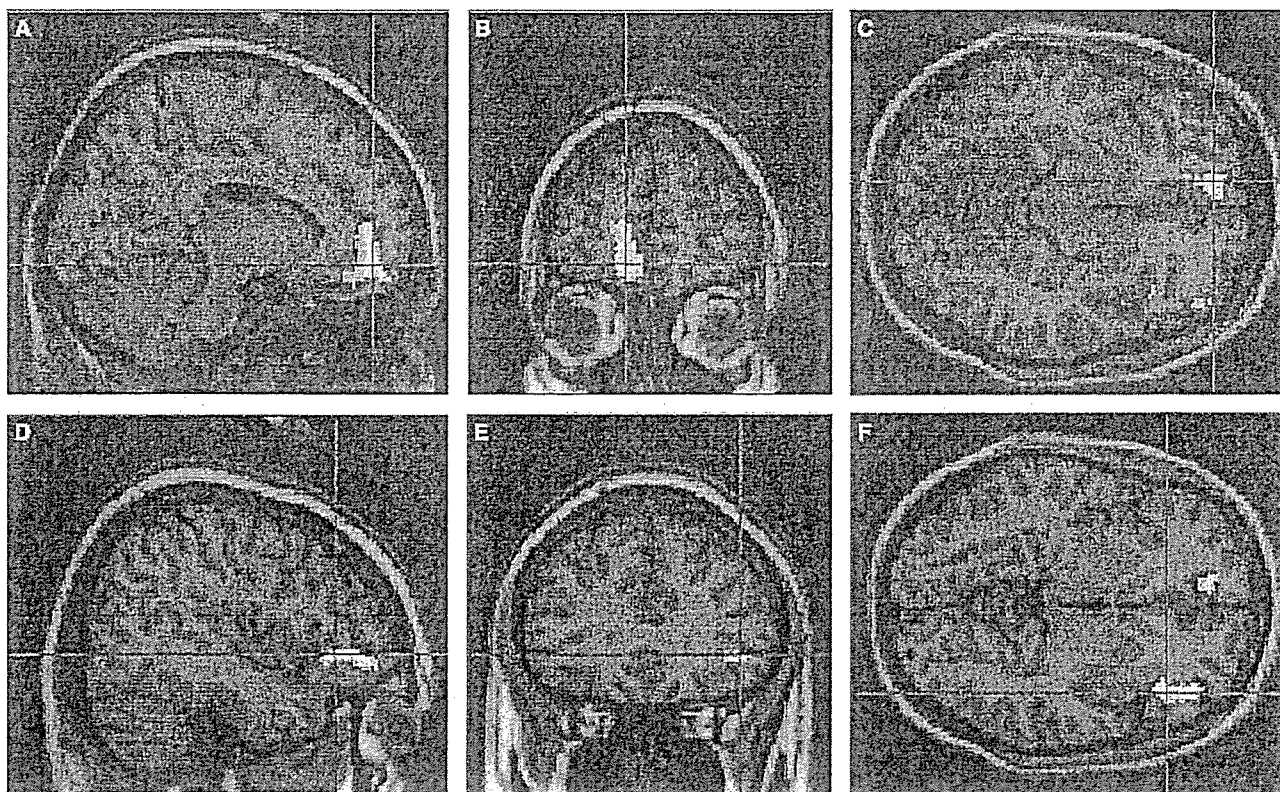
Brain single photon emission computed tomography scans obtained 30 days after nasal stimulation with black pepper oil. Enhanced intensity in the right medial orbitofrontal cortex (anterior cingulate cortex) (A, B, and C) and left insular cortex (D, E, and F) shows greater regional cerebral blood flow. (A and D, sagittal; B and E, coronal; C and F, horizontal slice).
